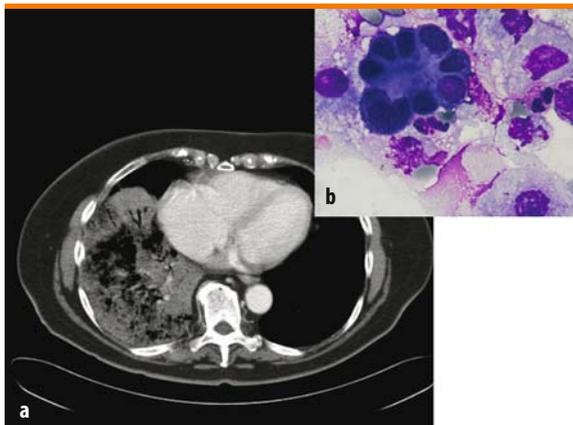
a, b. Donna di 71 anni con dispnea da sforzo. (a) La TAC documenta una ampia area di consolidazione nel lobo inferiore del polmone destro. All'interno sono riconoscibili i vasi polmonari impregnati con mezzo di contrasto (*angiogram sign*). (b) Il BAL evidenzia la presenza di papille composte da cellule epiteliali, con nucleolo e disposte su diversi piani (diagnostiche di adenocarcinoma papillifero/carcinoma bronchioloalveolare, diff quick)
